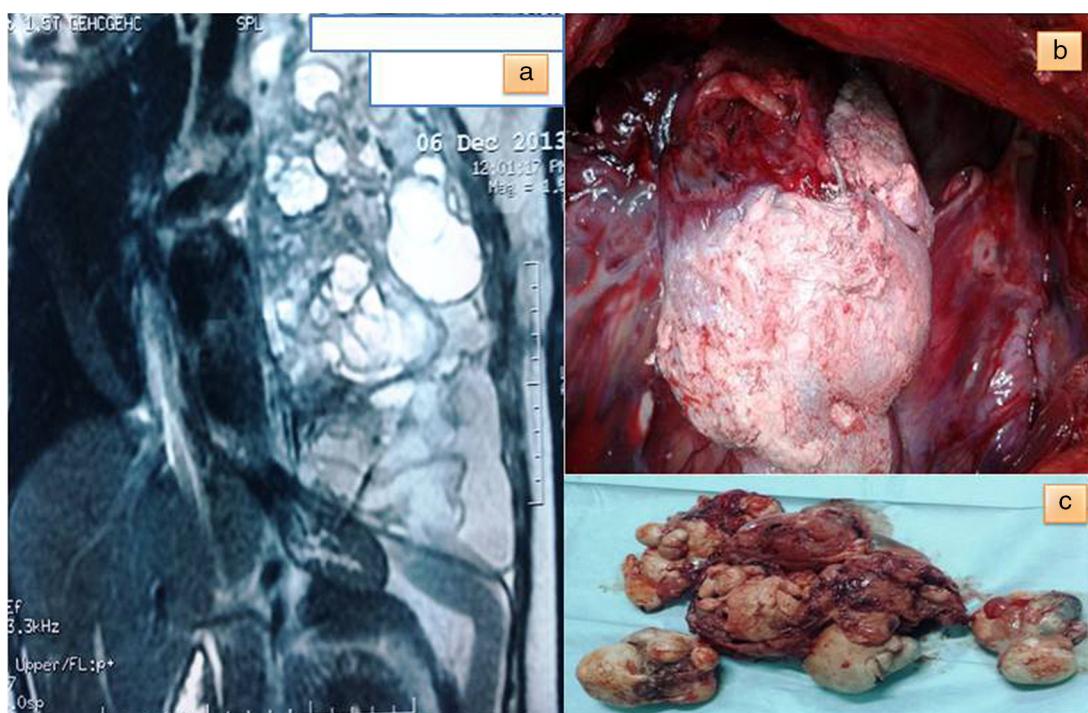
a) RM de tórax en la que se observa un tumor enorme del hemitórax izquierdo, con grasa, zonas quísticas y estructuras organoides; b) Imagen peroperatoria del tumor con estructuras de «pelo», y c) Imagen macroscópica del teratoma totalmente resecado.
